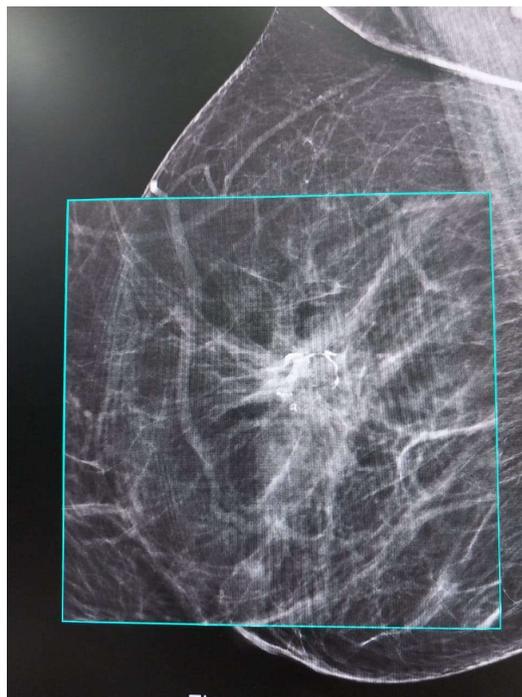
Mammographie en incidence MLO avec agrandissement, Image stellaire autour d'une lésion claire à paroi calcifiée, classée BI-RADS 3, correspond à une cytotéatonécrose calcifié en échographie mammaire.
